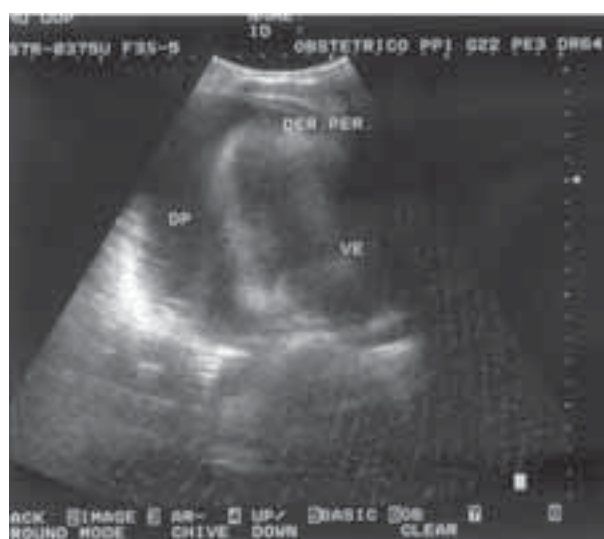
Ecocardiografia evidenciando efusão pericárdica à esquerda (DP).
